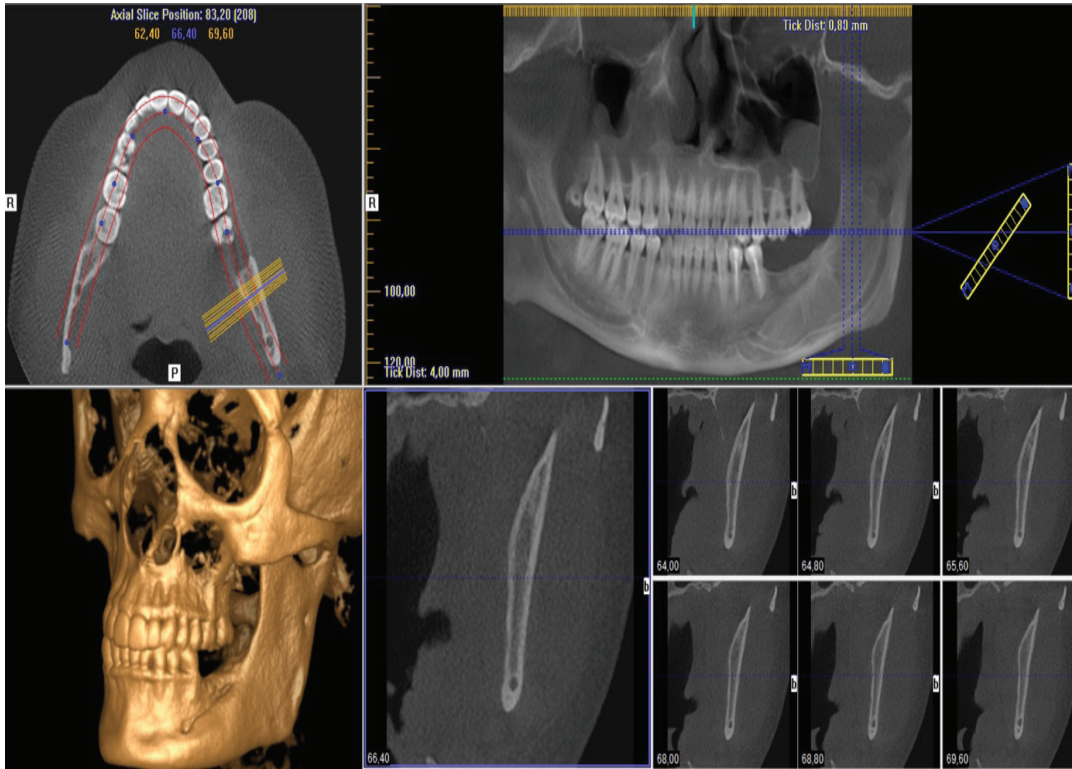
Five-Year Follow-Up: CBCT Images Indicating Healing and Bone Fill in the Cavity Initially Formed by the Keratocyst Lesion.
